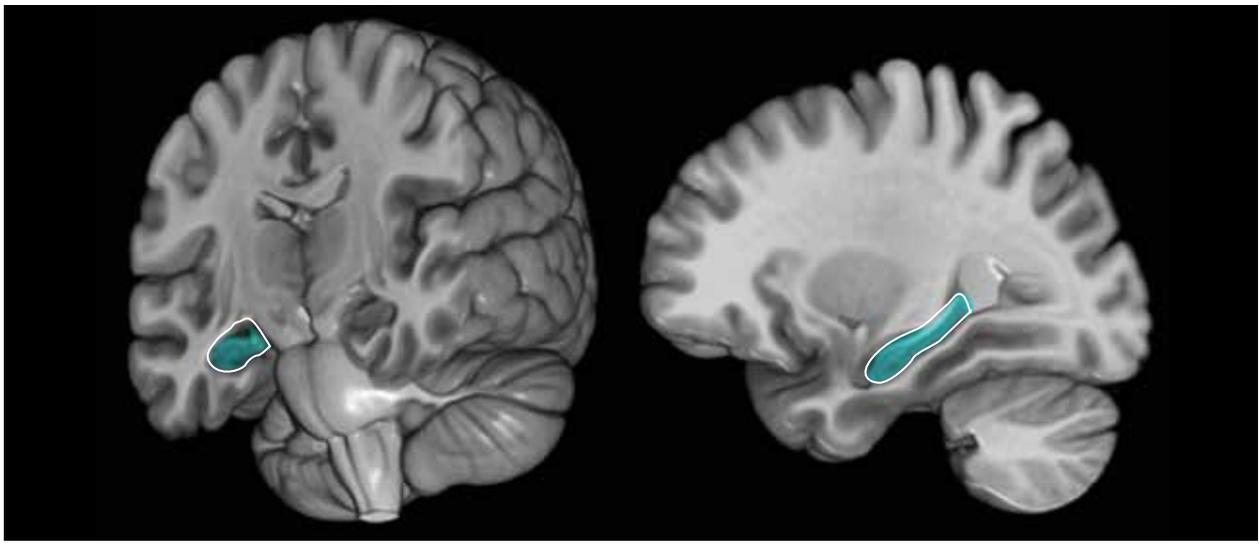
Renderização de imagem de RM com realce do hipocampo.
